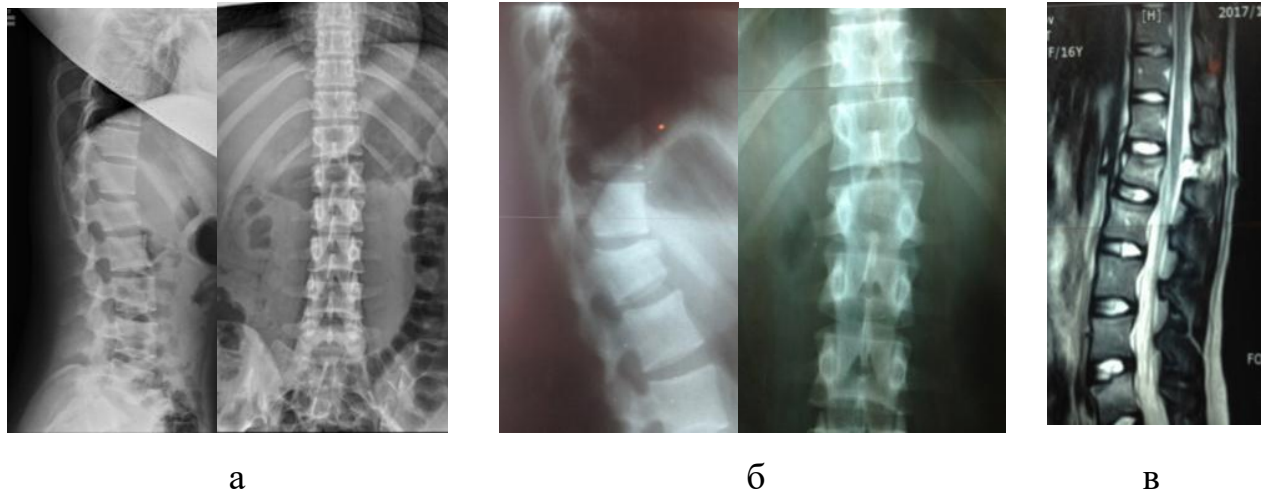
Рентгенограми та томограми хворої Я., історія хвороби № 92782: а) величина кіфотичної деформації після травми 10° ; б) величина кіфотичної через 3 міс. після травми 16° ; в) МРТ-картина розриву міжостової зв'язки після травми
